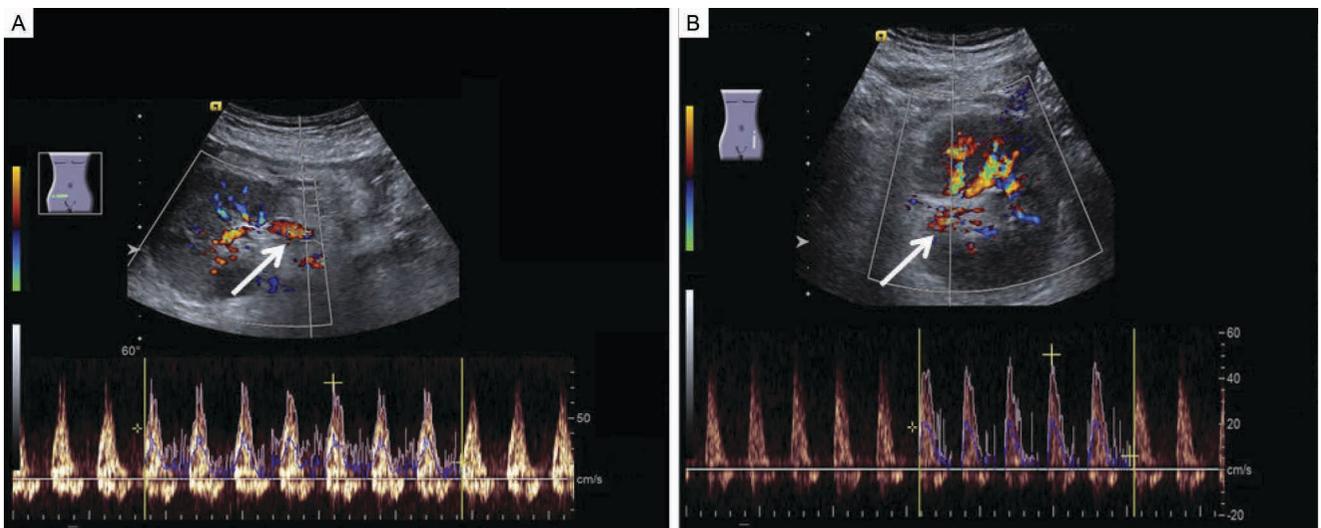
Ultrasonido doppler renal al quinto día postrasplante
